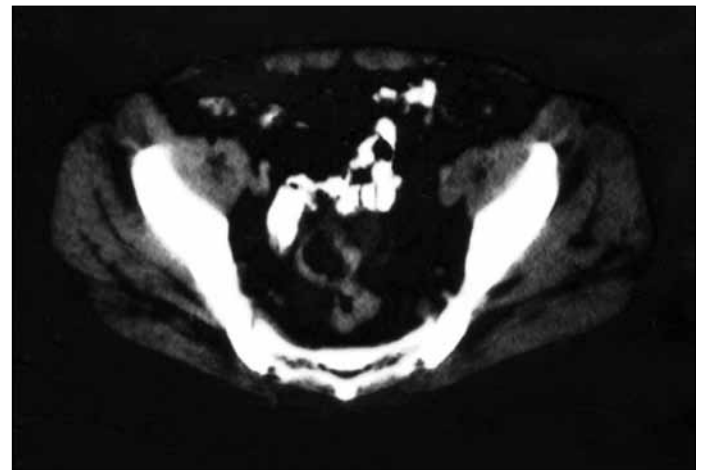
Tomographic image demonstrating rectal wall thickening in pelvic sections
